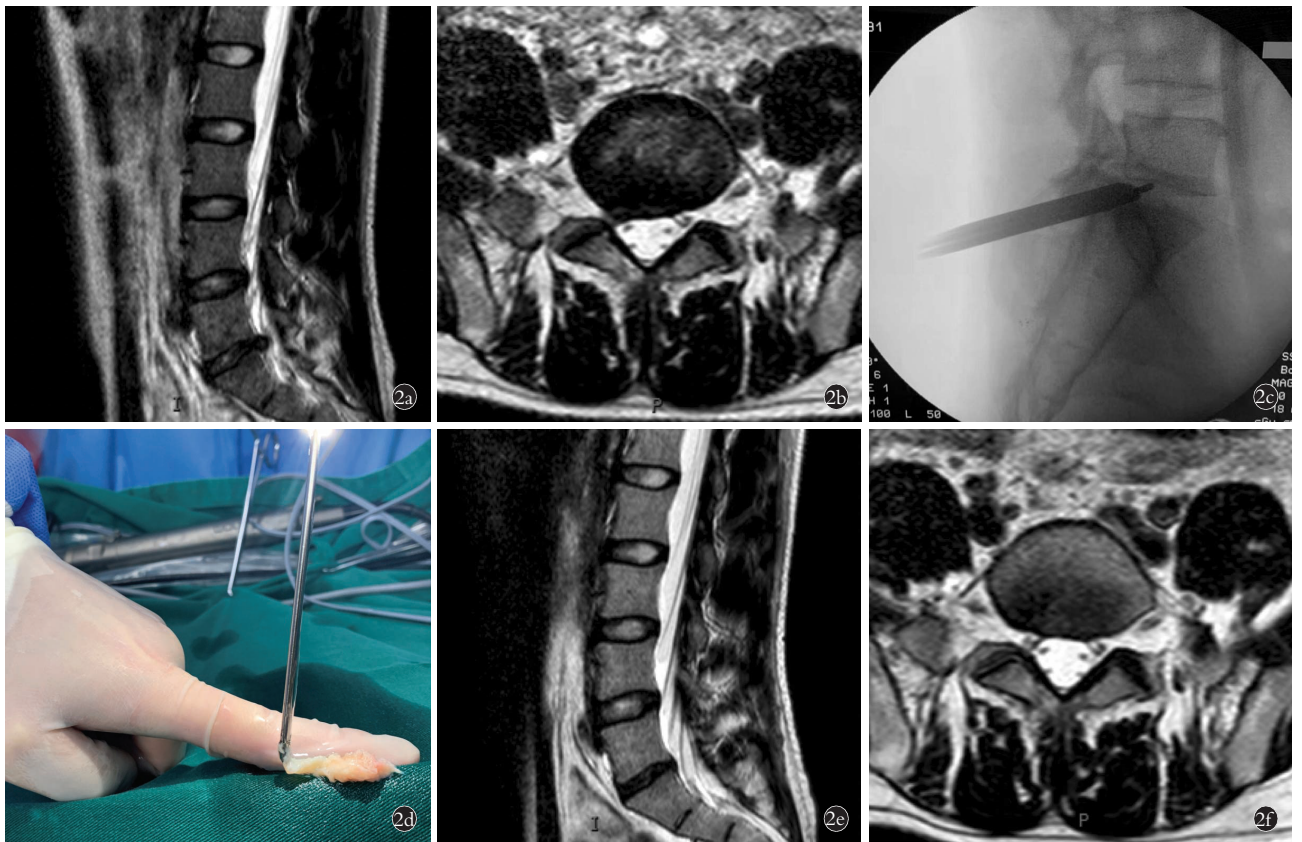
男性患者,37 岁,L₅S₁ 腰椎间盘突出症,行 PEID 手术 2a,2b. 术前矢状位及横断面 MRI 可见椎间盘突出,压迫脊髓神经 2c. 术中侧位透视片 2d. 术中所取出髓核 2e,2f. 术后 6 个月矢状位及横断面 MRI 可见手术减压良好
